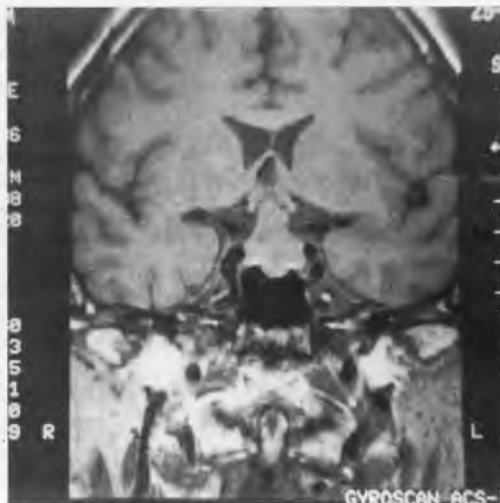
Προεγχειρητικό MRI, οβελιαία τομή, χωρίς σκιαγραφικό (T1 ακολουθία)
